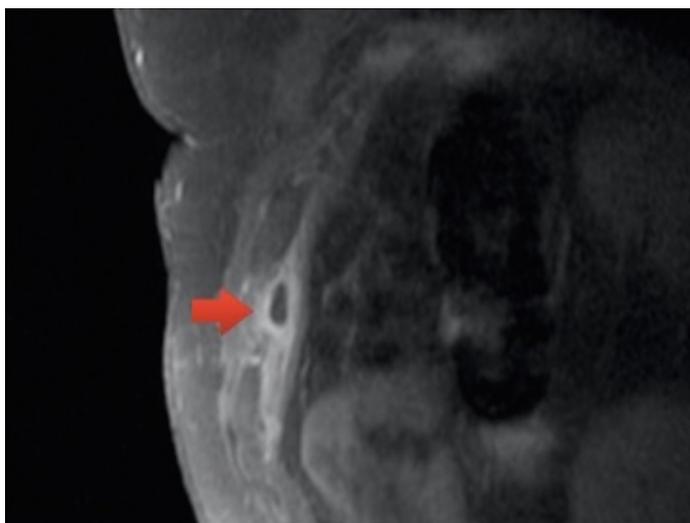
Corte sagital de ressonância magnética na ponderação T1 com saturação de gordura pós contraste.
